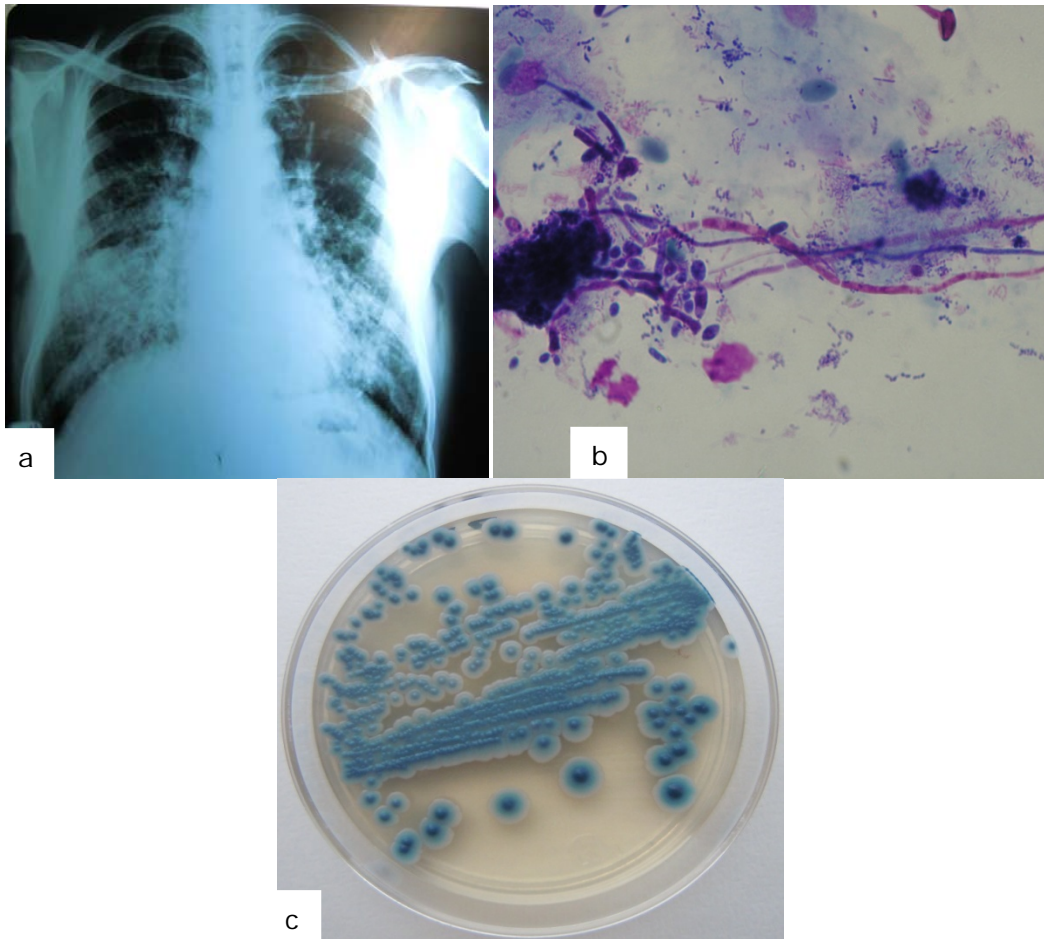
a) Radiografía de tórax con infiltrado pulmonar bilateral b) Frotis Giemsa, levaduras y pseudohifas. c) Colonias azul cobalto de *C. tropicalis* en medio CHROMagar *Candida*®.
